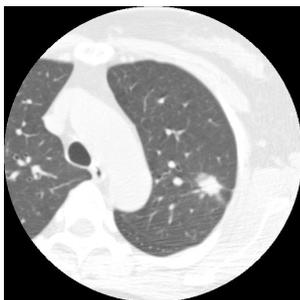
Example of CT images
